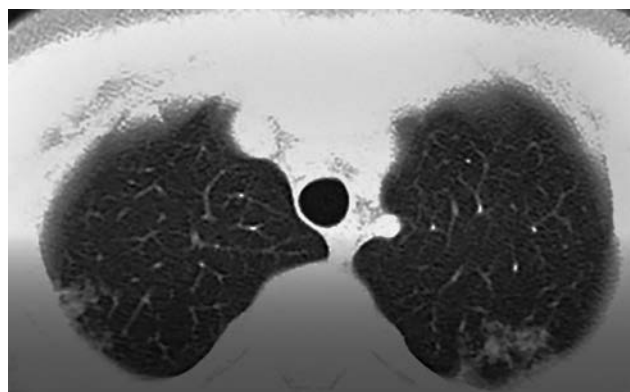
МСКТ органов грудной полости при поступлении в стационар — инфильтративные изменения в S₁₋₂ правого и левого легких
